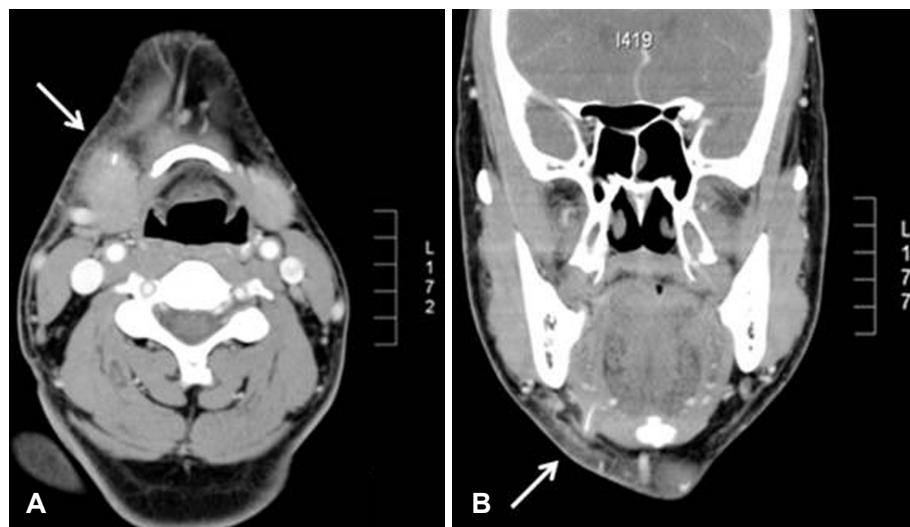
The neck CT showed that fish bone was found in right submandibular gland and granuloma. Axial view (A). Coronal view (B). CT: computed tomography.
